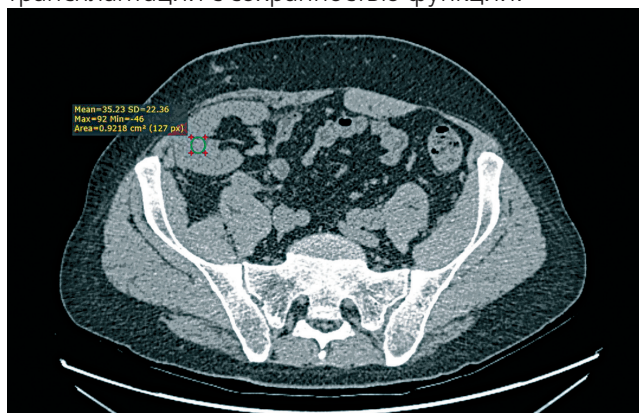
Нативная КТ трансплантированной почки (в правой подвздошной области).
